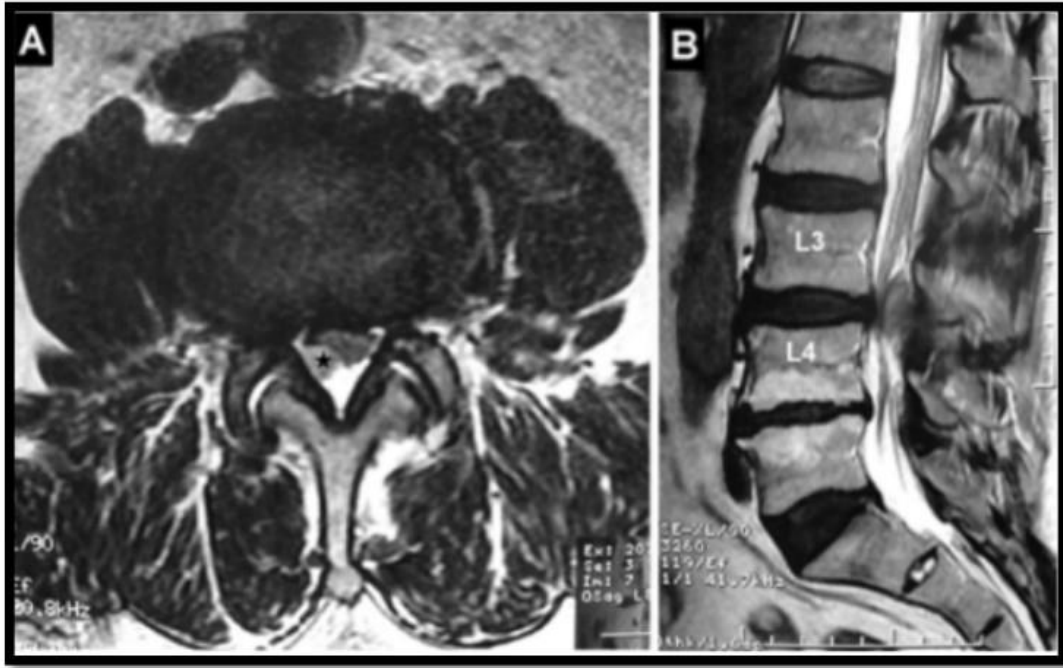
Coupe axiale (A) et sagittale (B) d'IRM en séquences pondérées T2 révélant une masse épidurale postéro-latérale droite (étoile) mesurant 22 × 10× 10 mm qui a comprimé le sac dural au niveau L3-L4 [180].
